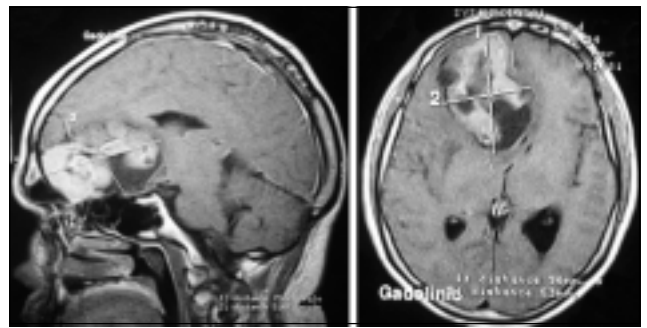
IRM de encéfalo con y sin gadolinio con lesión expansiva intraaxial frontobasal. La anatomía patológica informó metástasis de meduloblastoma.
